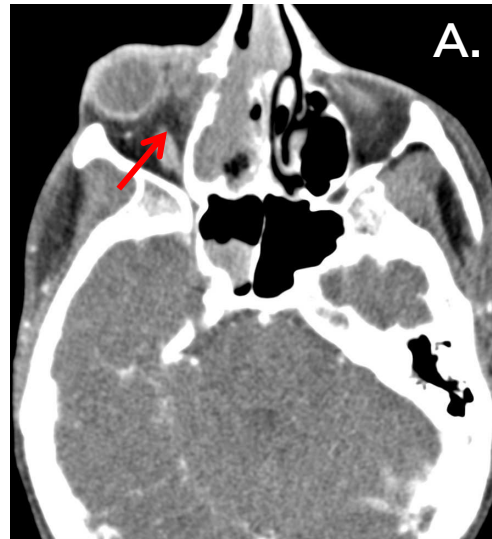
Imagen axial de TC simple de senos paranasales (A).
